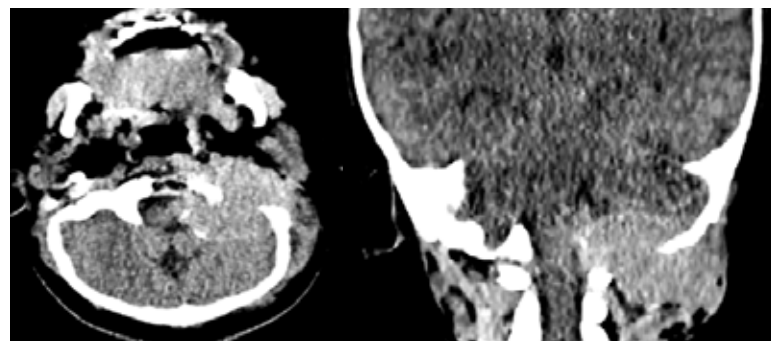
Tomografía de senos paranasales en plano axial y coronal en ventana de parénquima, donde se visualiza lesión ocupante de espacio, en base del cráneo izquierdo, muestra crecimiento expansivo e infiltrativo, es de morfología ovalada y comportamiento hiperdenso en comparación con el parénquima cerebral adyacente, con un coeficiente de atenuación entre 45 y 65 UH en fase simple, asociado a erosión de la cortical del hueso occipital ipsilateral, dicha lesión mide 40x27 mm).
